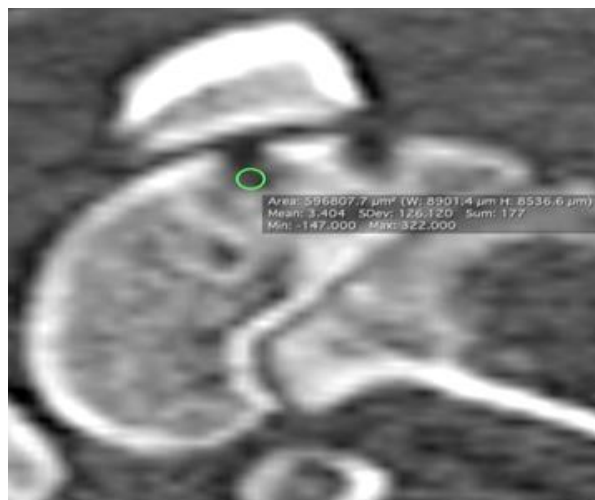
КТ коленного сустава кролика в косоаксиальной проекции – выделение окружностью зоны субхондральной кости регенерата с подсчетом средней плотности новообразованной ткани.
